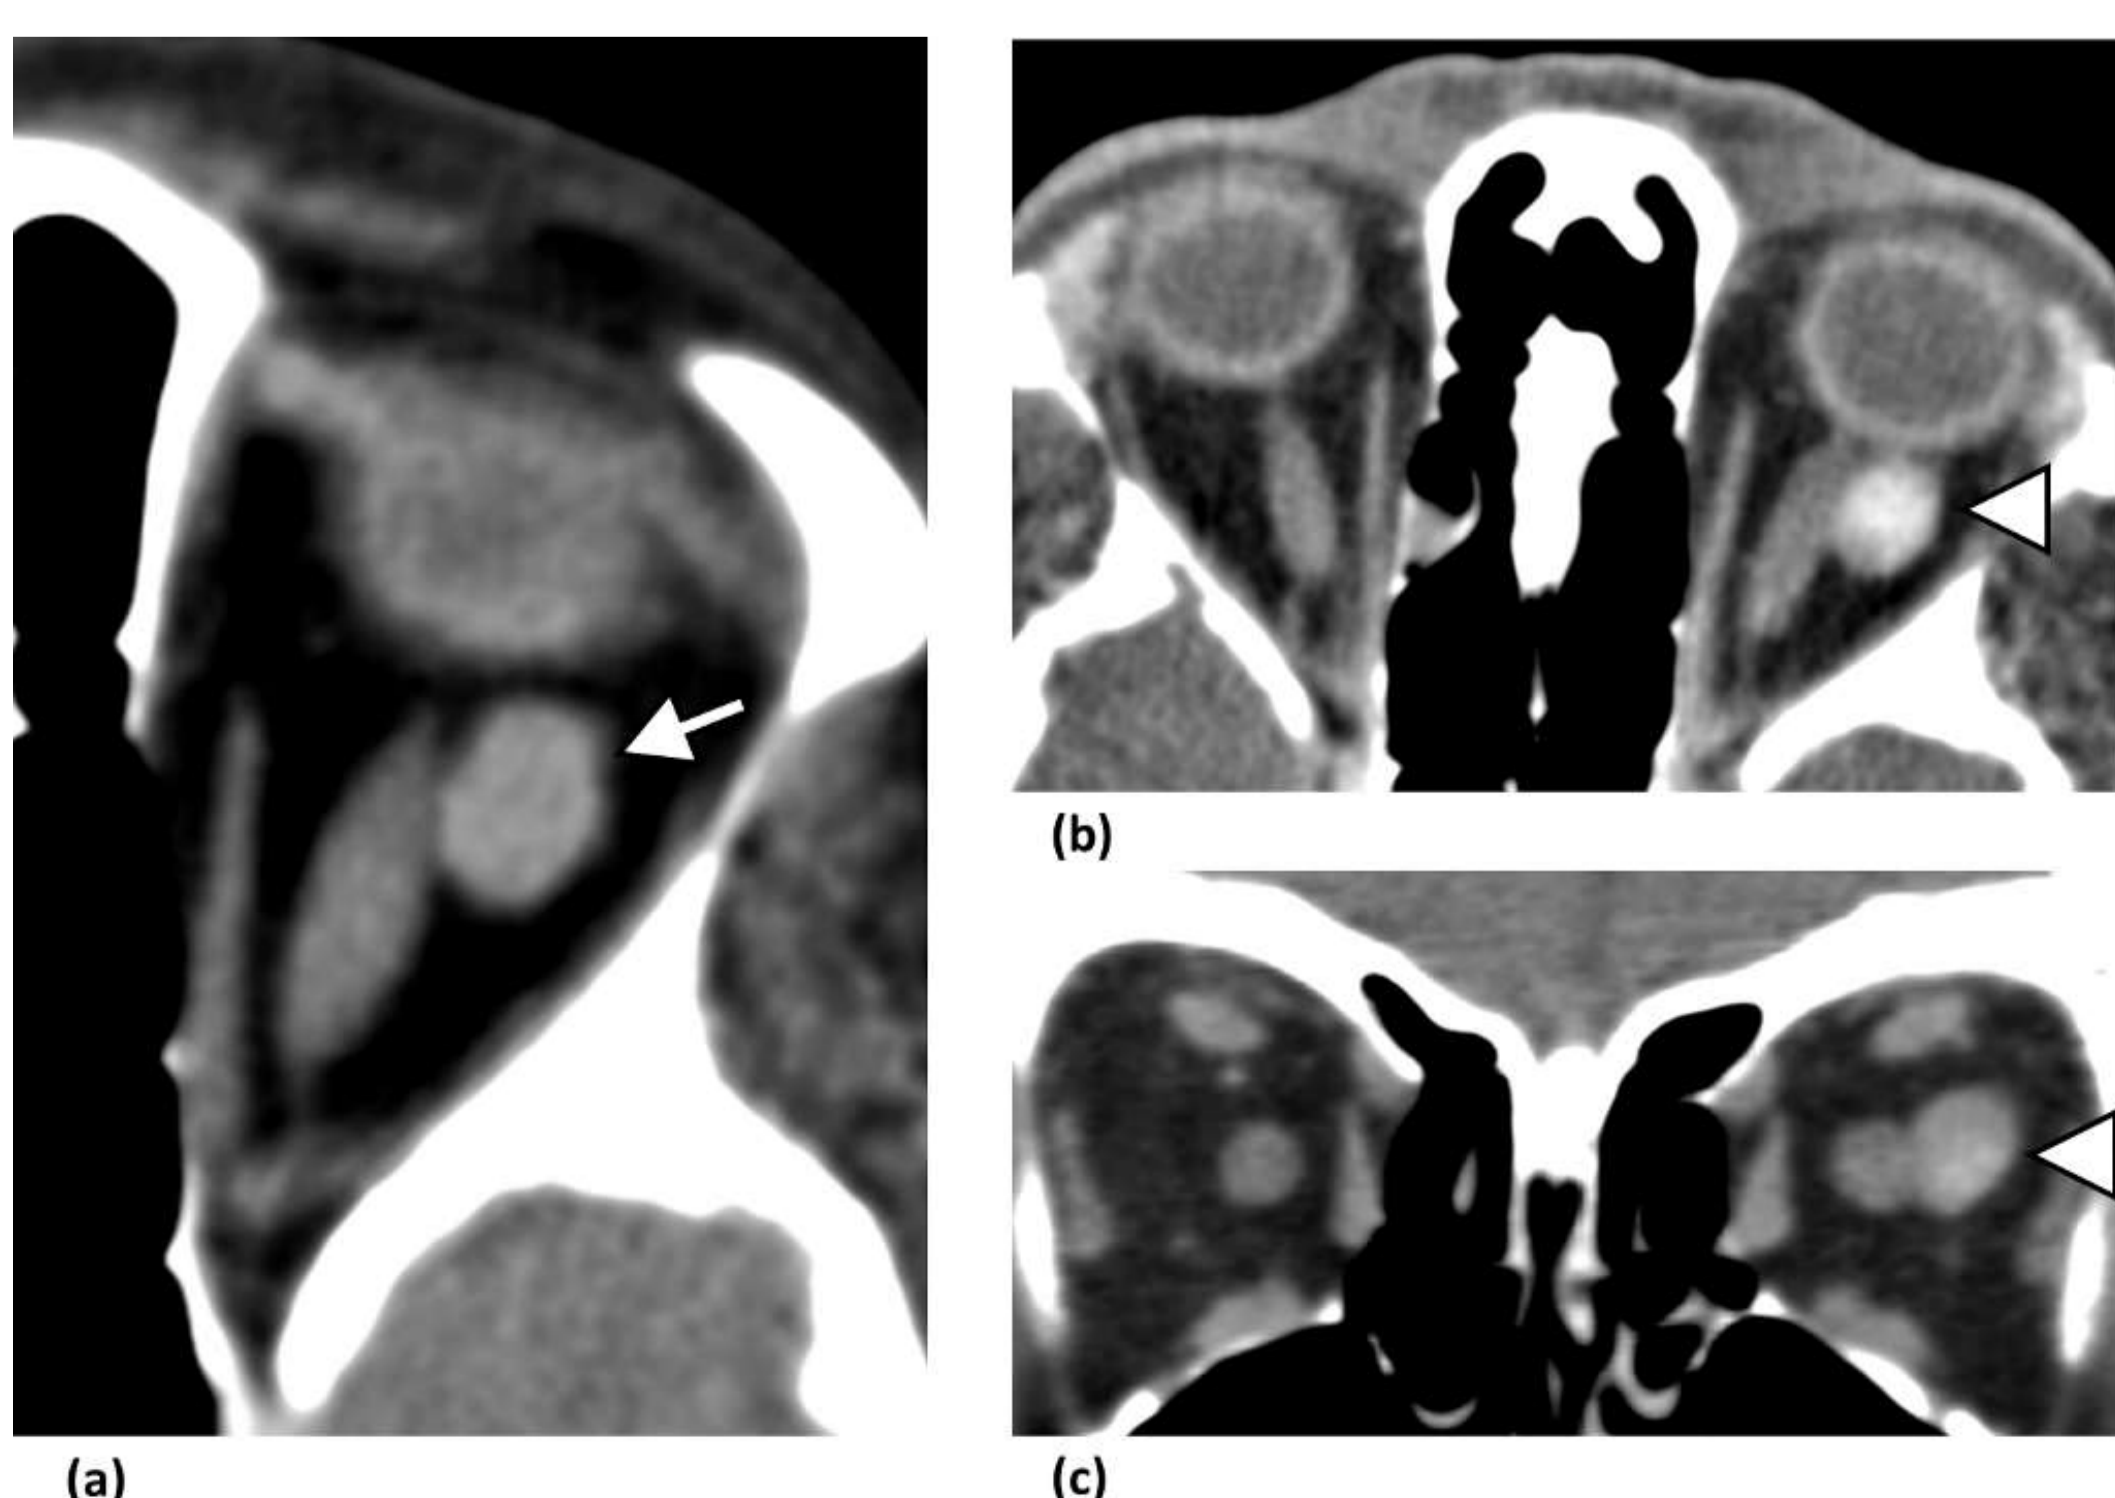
Hemangioma cavernoso. (a) La imagen axial de TC sin contraste obtenida en una mujer de 52 años demuestra una masa ovoide bien circunscrita (flecha). (b, c) Las imágenes de TC con contraste axial y coronal muestran realce de la lesión (puntas de flecha).
